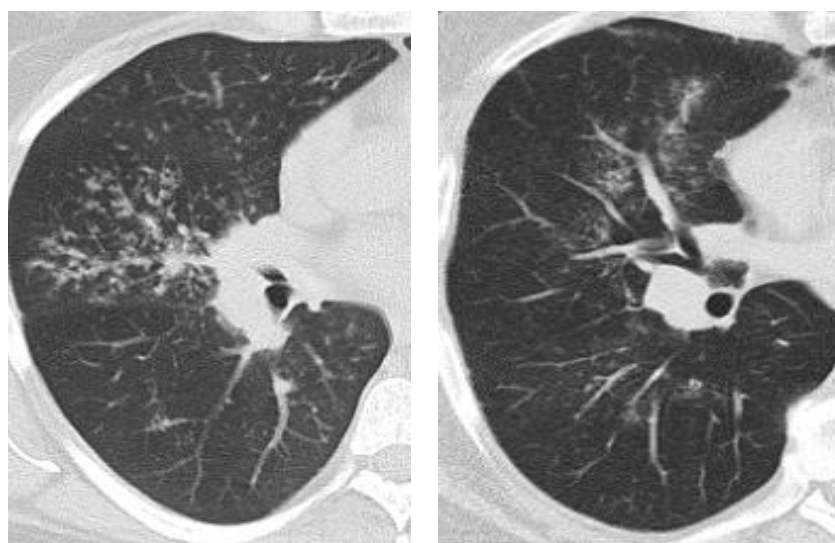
КТ хворої Ю., 38 років: саркоїдоз II стадії (ліворуч) і хворого Ч., 41 роки, саркоїдоз II стадії (праворуч) – симптом «cluster»
